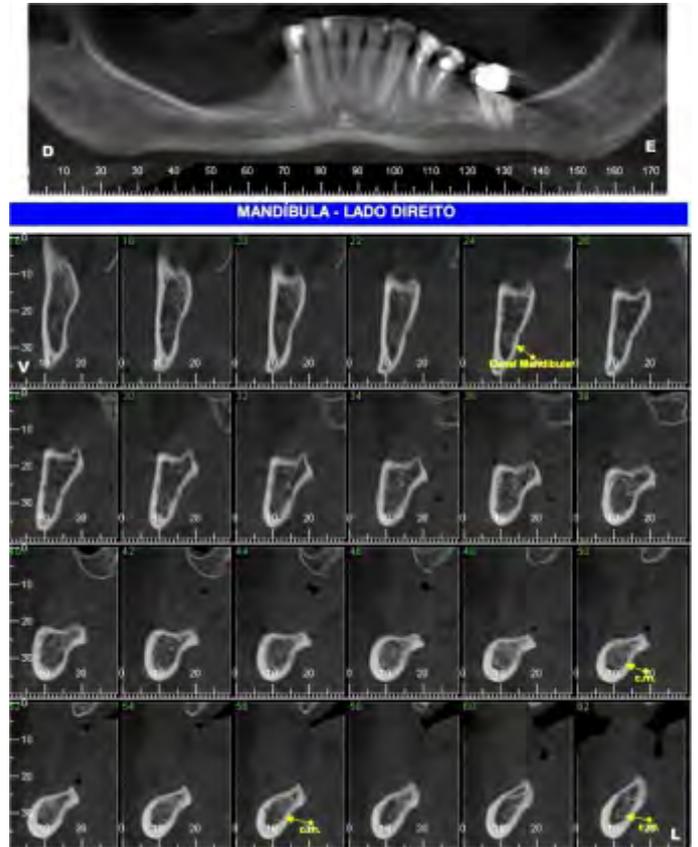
Tomografia pré-operatória
